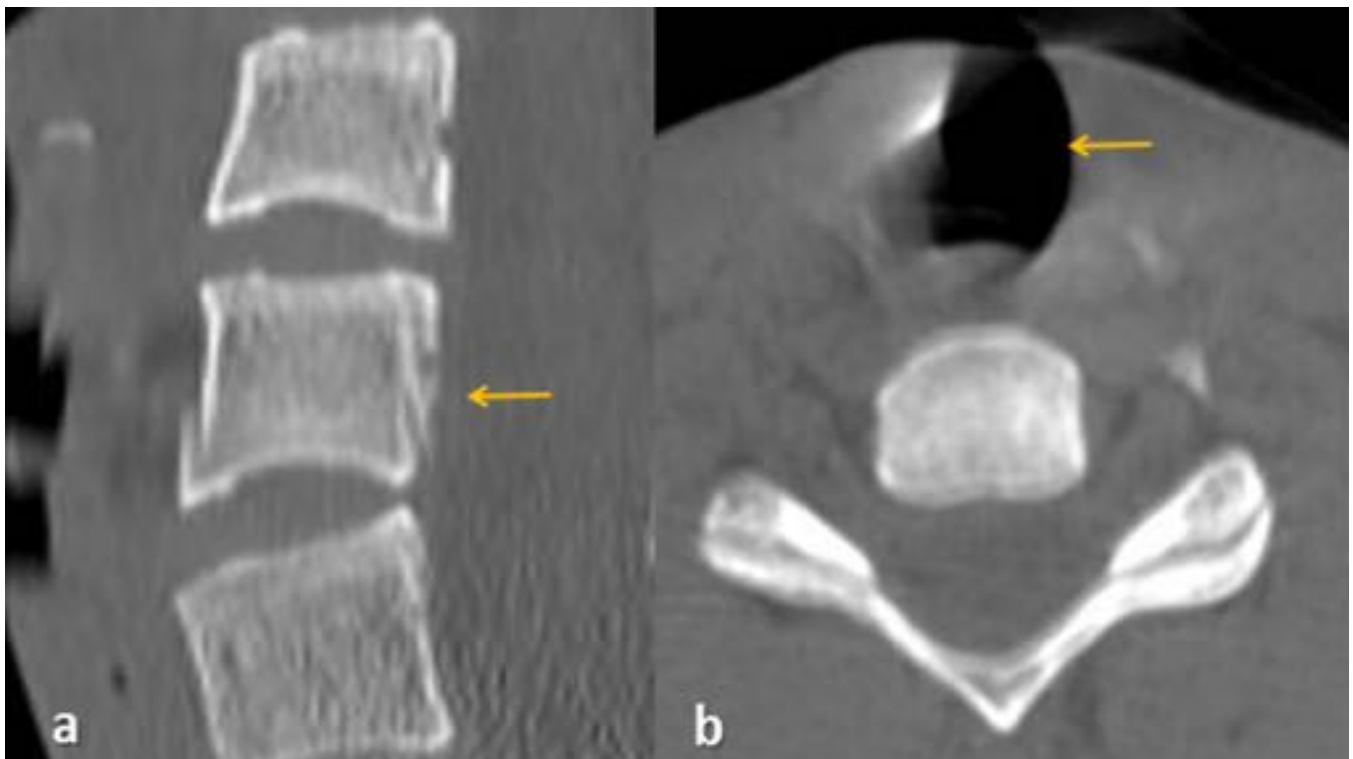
La irregularidad o escalón cortical en el cuerpo C6 (flecha) en la reconstrucción sagital de TC (a) se debe a un artefacto de movimiento por deglución, aunque fue erróneamente interpretada como
